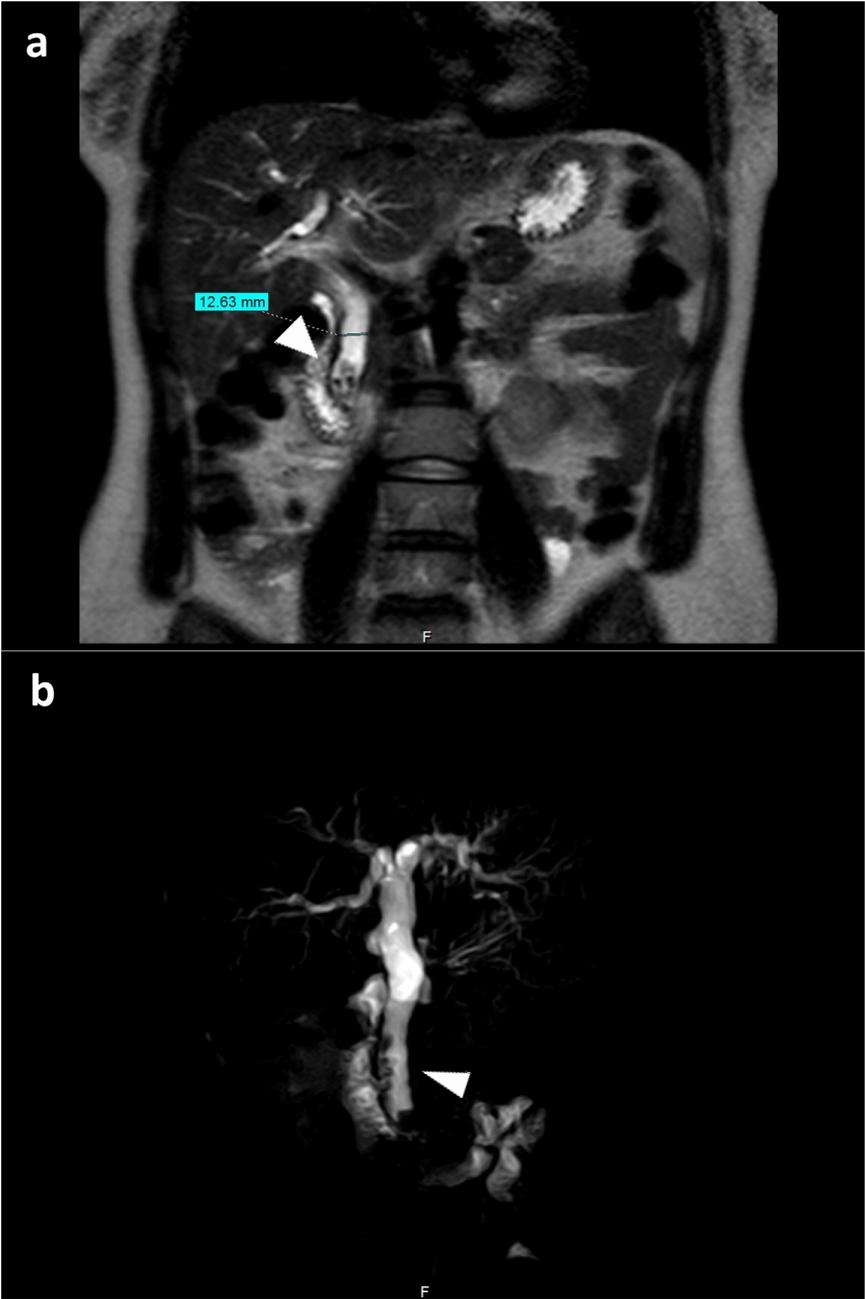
Paciente de 40 años, 1 año después de PCLP. Consulta por dolor abdominal. a. RM plano coronal T2 y b. Secuencia específica sMRCP 3DHR. Dilatación de la vía biliar con imagen litíásica en el interior del colédoco. (Cabezas de flecha blanca).
